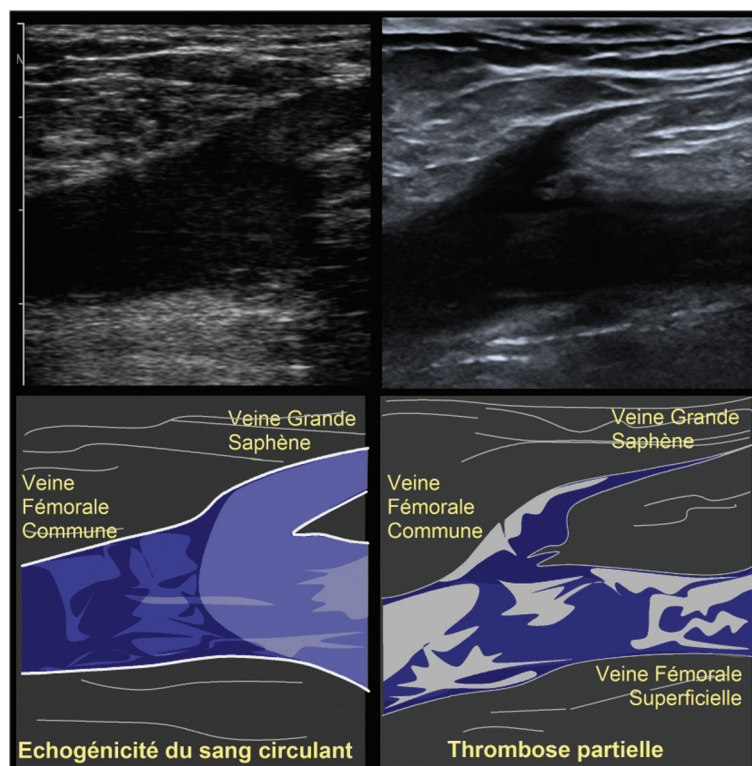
Échogénicité spontanée du sang circulant (à gauche) et thrombose veineuse profonde (ici une thrombose partielle de la veine fémorale commune, à droite) ne peuvent être différenciées que par l'observation, sur l'échographie en temps réel, du flux sanguin spontané ou provoqué, et par le test de compression.
